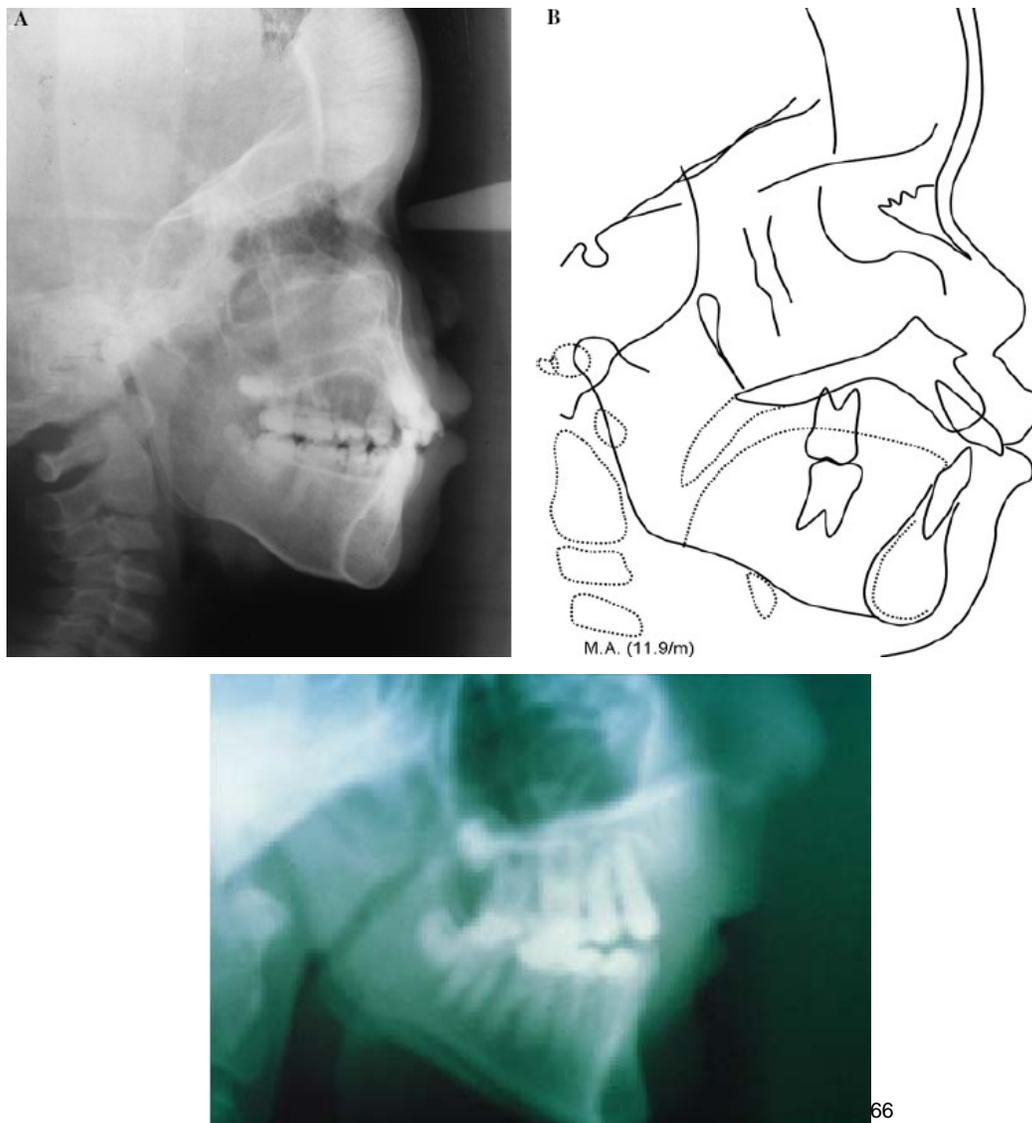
Radiografía lateral con su cefalometría de un niño de 12 años con talasemia mayor, el cual nos indica una clase II esquelética.
